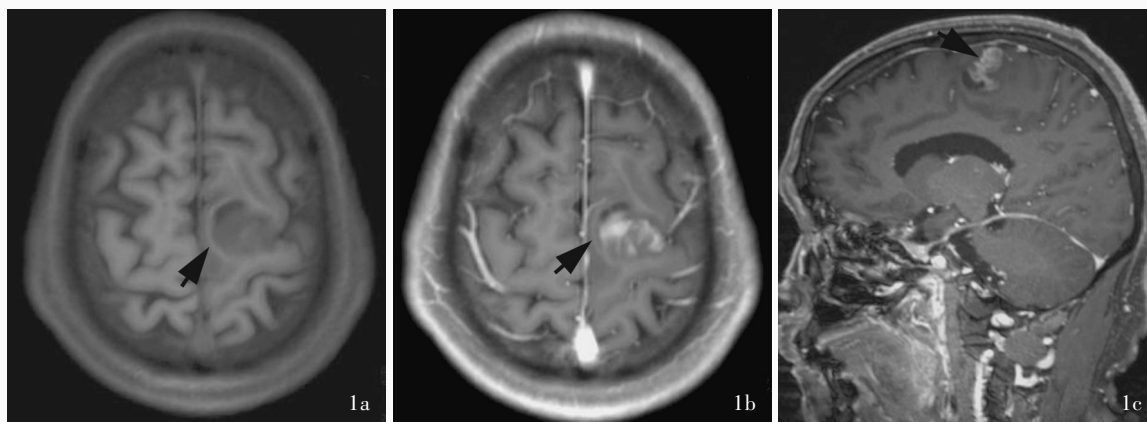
术前 MRI 检查所见 1a 横断面 T<sub>1</sub>WI 显示, 左侧额顶叶交界处占位性病变(箭头所示) 1b 横断面增强 T<sub>1</sub>WI 显示左侧额顶叶交界处病变呈不均匀强化征象(箭头所示) 1c 矢状位增强 T<sub>1</sub>WI 显示病变呈不均匀强化征象(箭头所示)
